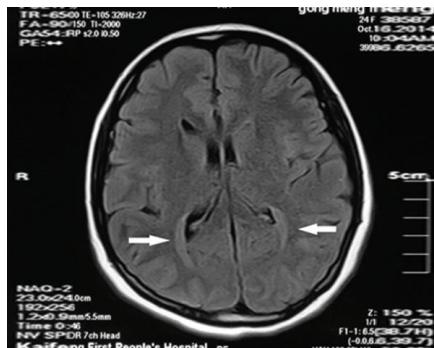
T₂ FLAIR 轴位,双后角后有结节状灰质信号
